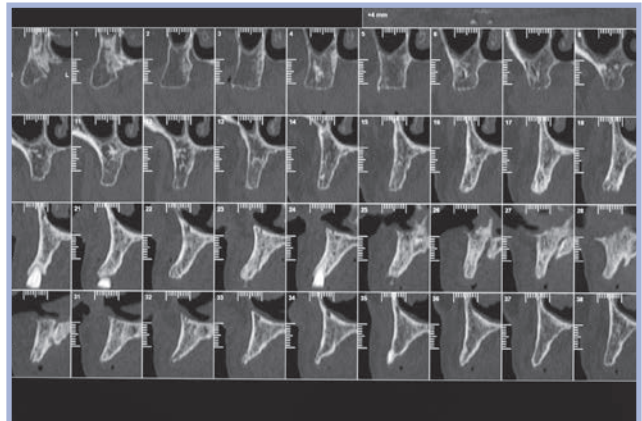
TC spirale pre-intervento: le varie proiezioni permettono di valutare la presenza di volumi sufficienti per intervenire in tecnica flapless. L'osso appare rarefatto
